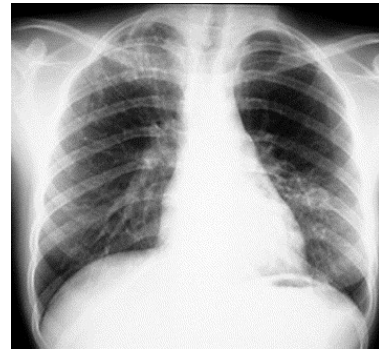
Tuberculose pulmonaire (TP). Radiographie du thorax : atteinte multiple, infiltrat dans le lobe supérieur droit et cavité dans la lingula.
